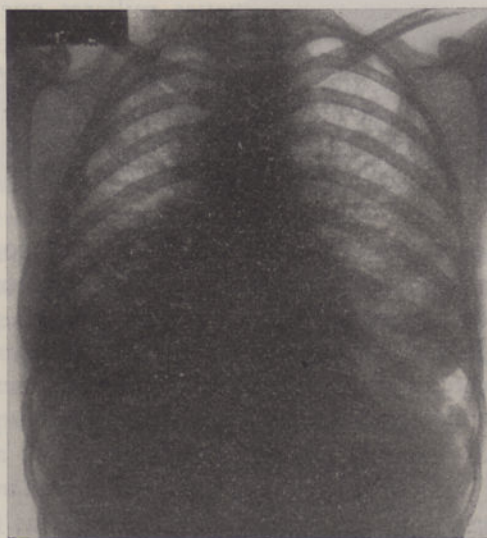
Radiografia torácica de 16-X-962.
